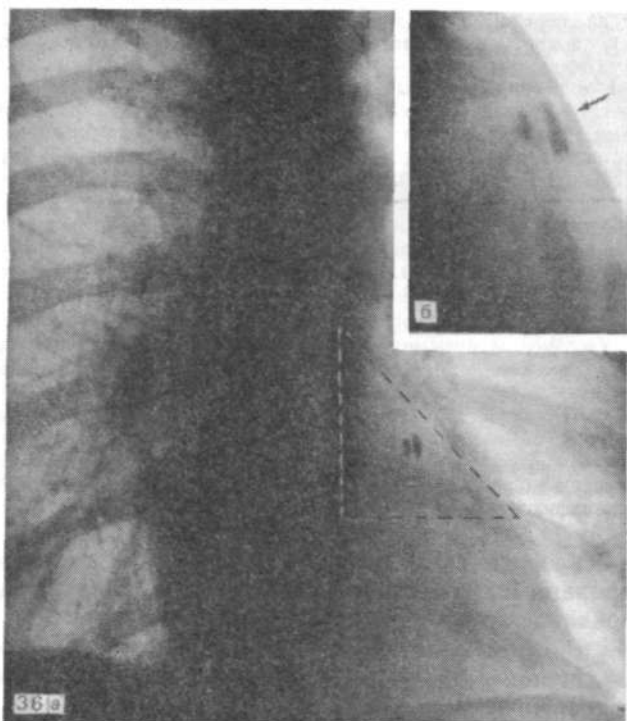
Рентгенограммы больной Е. М.
